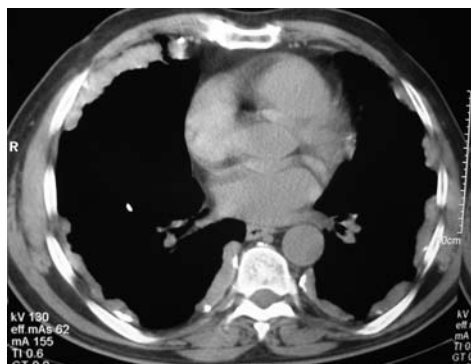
Corte de CT, ventana de mediastino, de paciente con placas pleurales bilaterales que siguen el contorno de las costillas. Algunas están calcificadas.
